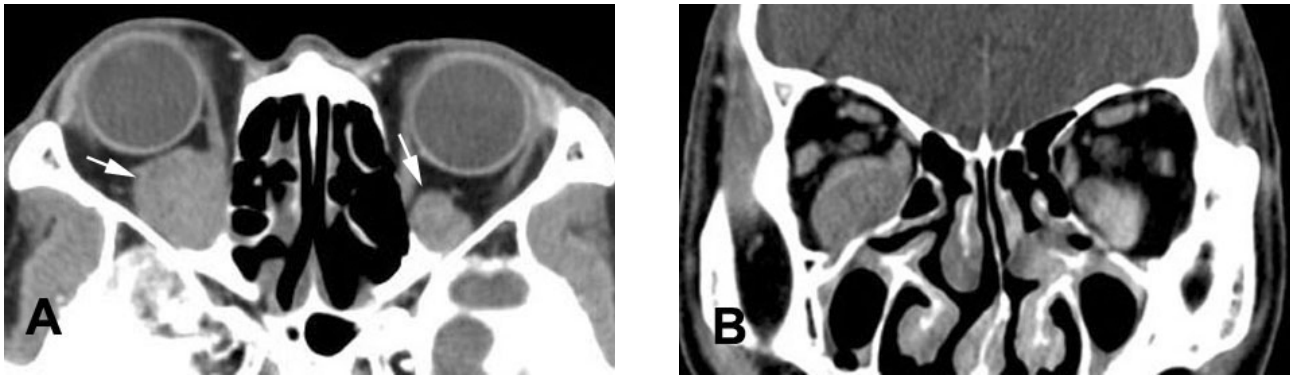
Pre-operative CT and MRI findings (2 weeks before excisional biopsy). Post-enhancement axial (A) and coronal (B) CT scan show the right eyeball is protruded compared with the left eyeball and homogenous, subtle enhanced, well demarcated round orbital mass in the inferior aspect of the globe. The both orbital mass is extending from the apex to the posterior margin of the globe (white arrows). There are displaced inferior rectus muscles not separable from the mass and no adjacent bone destruction.
